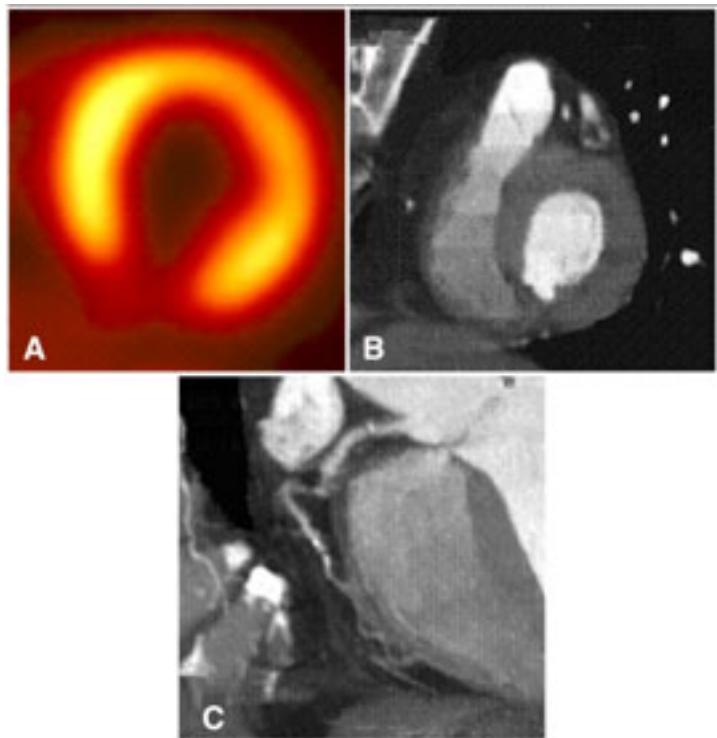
Imagen con tomografía por emisión de positrones (PET) con ^{13}N -amonio que muestra un defecto importante de perfusión en la pared inferoseptal (A). Imagen con CT-16MC donde se observa adelgazada la pared inferoseptal (B). Angiotac coronaria que muestra estenosis en la arteria coronaria derecha (C).
